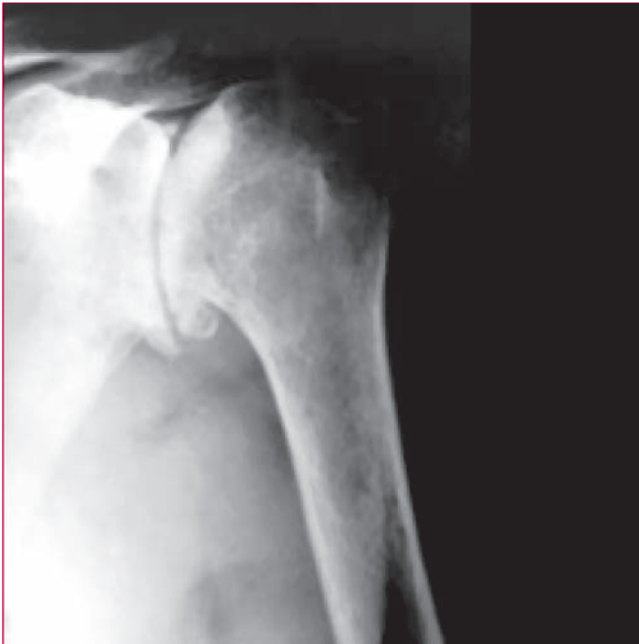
Radiografía anteroposterior que muestra artrosis de la articulación glenohumeral con esclerosis subcondral, formaciones quísticas, aplanamiento de la cabeza del húmero y formación de osteofitos. (Adaptada con la debida autorización de Chen AL, Joseph TM, Zuckerman JD: Rheumatoid arthritis of the shoulder. *J Am Acad Orthop Surg* 2003;11:12-24.)
